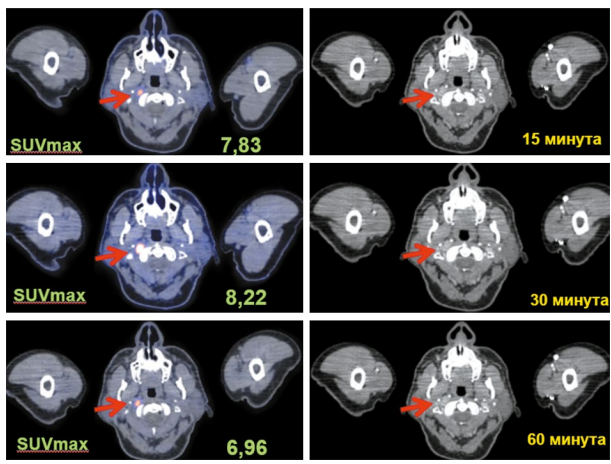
Пациент Л., 58 лет. ПЭТ/КТ с ¹⁸F-ДОФА.
